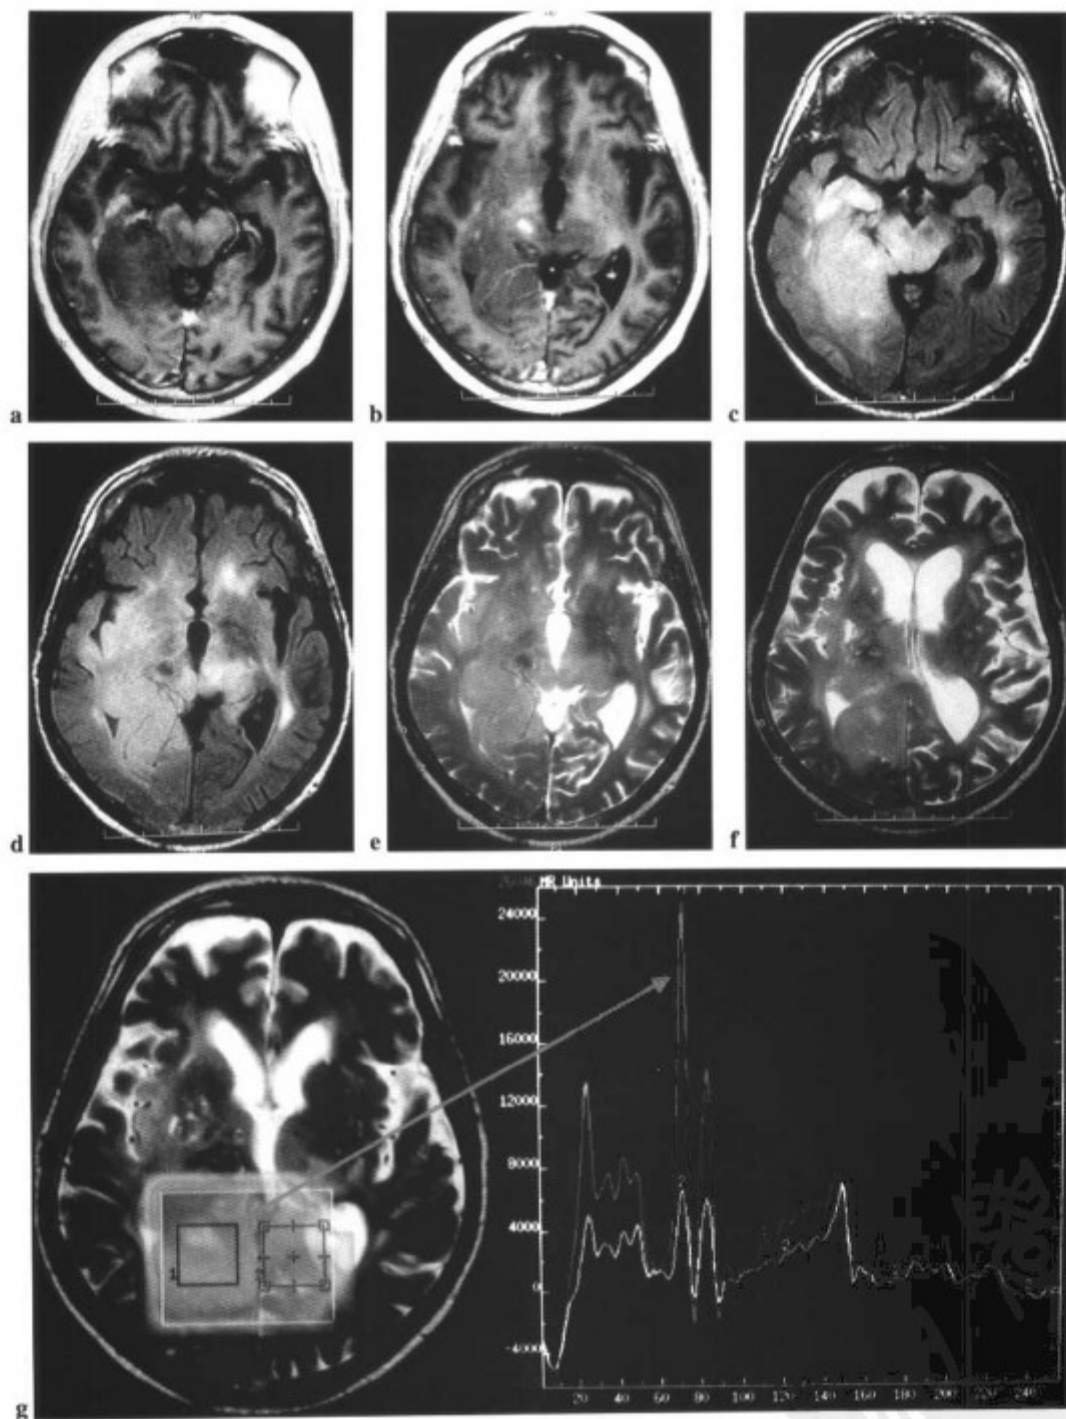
56 岁男性患者伴纤维型星形细胞瘤 5 年;2 月前接受放疗和化疗,症状加重。(a 和 b)横断面钆增强 T1WI 显示病灶为低信号,在右侧颞枕交界区和中脑可见小的强化灶。(c 和 d)横断面 FLAIR 和 (e 和 f)T2WI 显示右侧颞枕区病变呈高信号,侵犯脑干和丘脑,对侧脑组织侵犯较少。cMRI 不能对肿瘤残留或复发及放、化疗后的异常改变进行鉴别。也不能确定残留或复发肿瘤的范围。(g)Cho/Cr 的多体素波谱代谢图和波谱曲线能显示右侧区域(粉色体素)有高 Cho 浓度(与左侧相比,绿色体素),提示为肿瘤。(参见第 191 页彩图)
